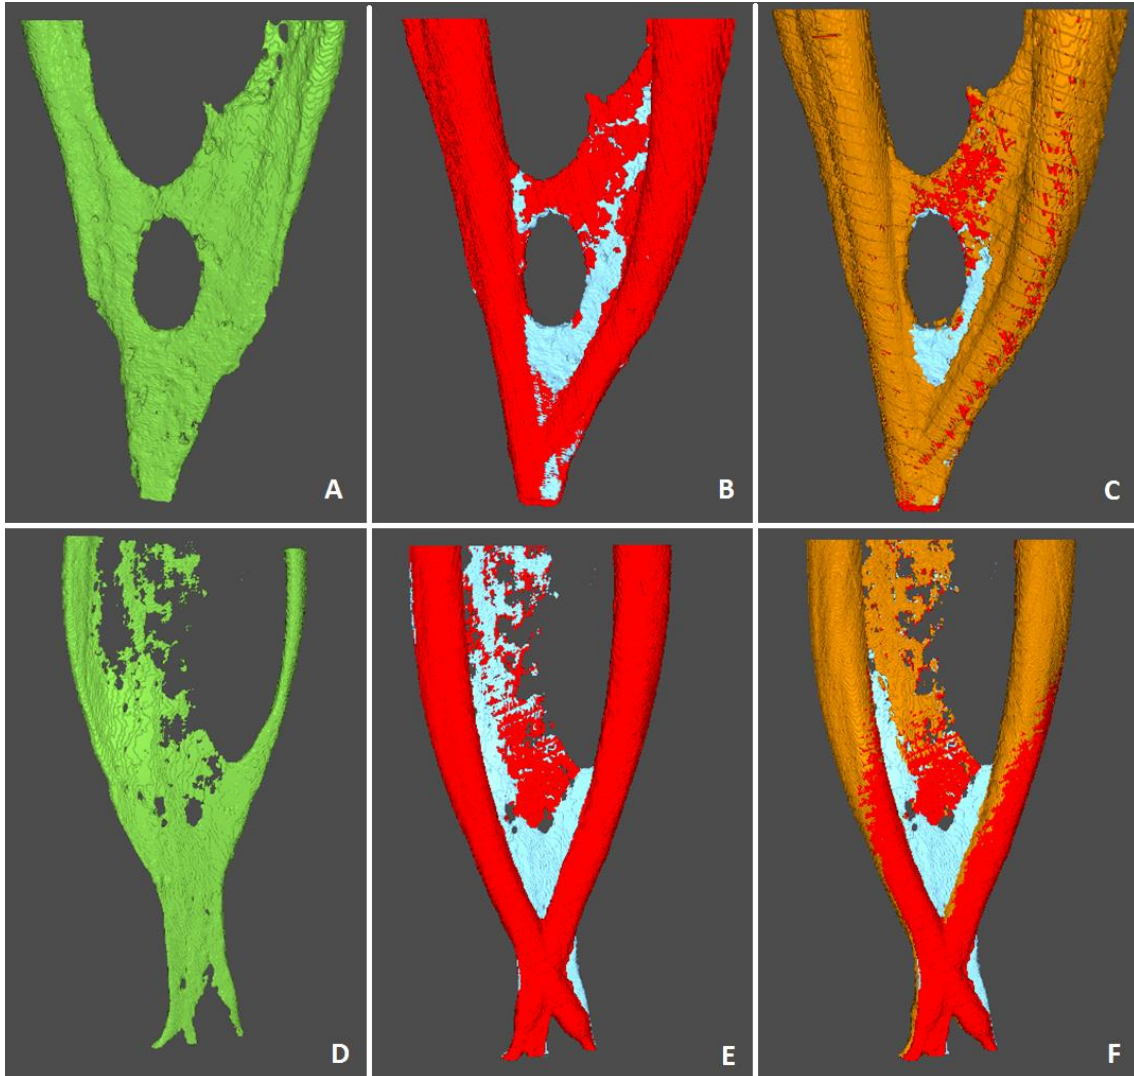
Reconstruções 3D representativas da anatomia inicial; canal preparado com debris acumulados; e canal preparado, debris remanescentes e debris removidos nos grupos Ácido fosfórico 37% (A, B e C) e EDTA 17% (D, E e F). (A e D) Anatomia inicial; (B e E) Canais radiculares instrumentados. Regiões detectadas como vazios (vermelho) e debris acumulados (azul) pela μ CT; (C e F) Canais radiculares após procedimento de remoção de smear layer. Regiões detectadas como vazios na imagem pós-instrumentação (vermelho), debris remanescentes (azul) e debris removidos (marrom) após procedimento de remoção de smear layer.
